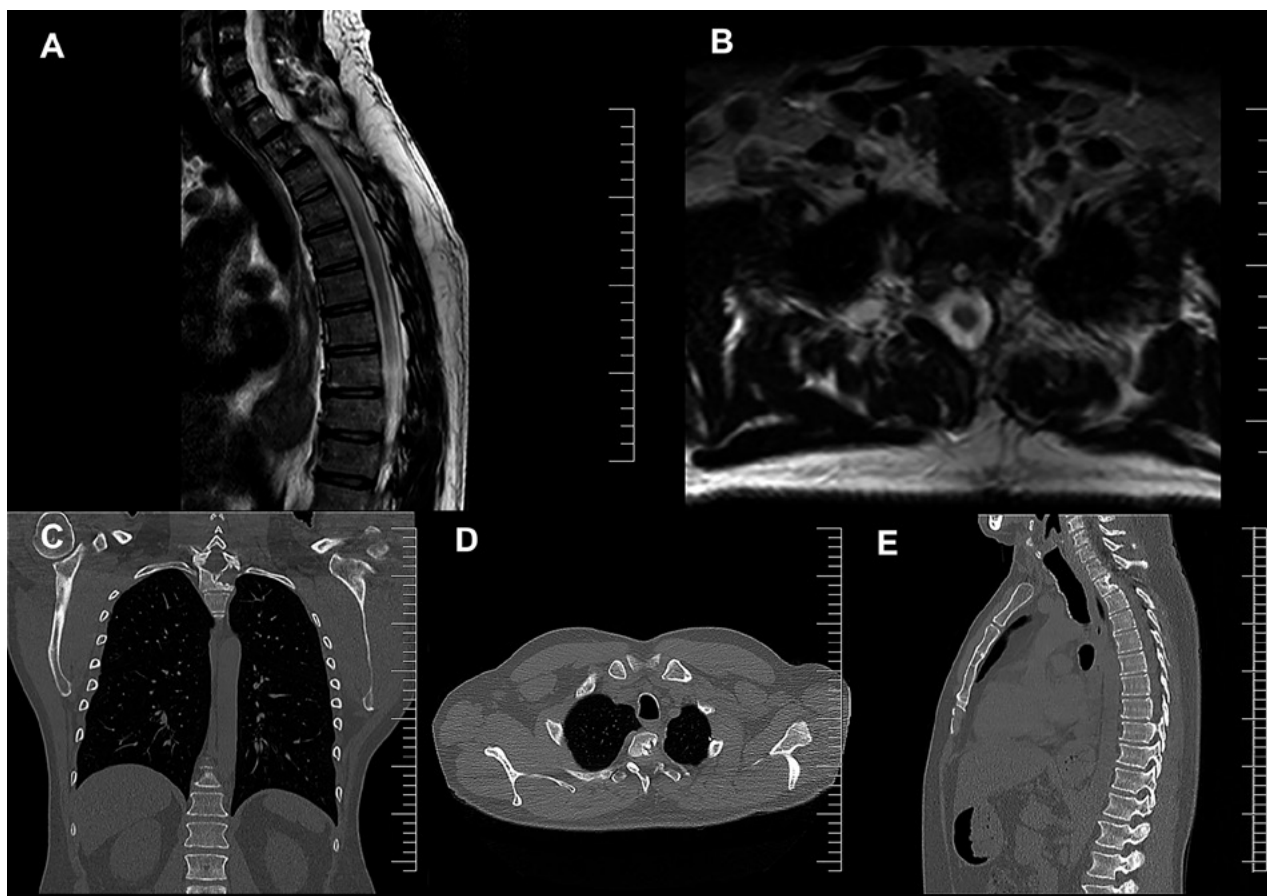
Tumor dumbbel preoperatorio: A y B: RMI T2 muestran exéresis completa de lesión T3 en reloj de arena. C: TAC coronal expansión del ápice pulmonar izquierdo. D y E: Muestran disminución de remodelación ósea a nivel del cuerpo T3 y ausencia de deformidad postoperatoria.
